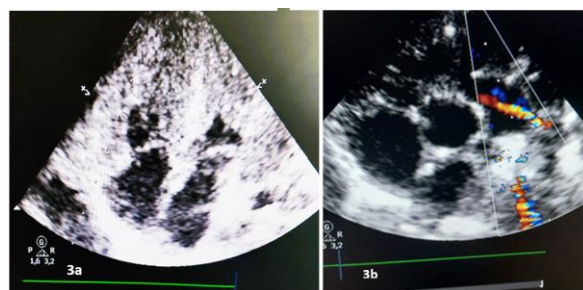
Image échocardiographique montrant une hypertrophie bi ventriculaire sévère en coupe apicale des 4 cavités (3a) et un flux de canal artériel perméable chez nourrisson de 2 mois présentant une maladie de pompe infantile classique.
